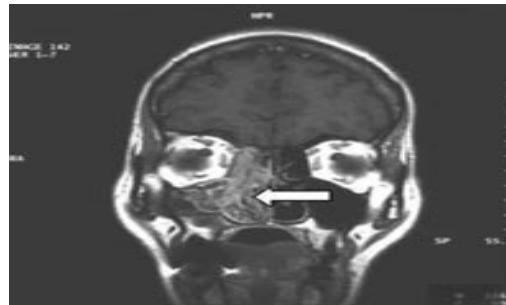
Coupe IRM coronale pondérée spin écho T1 après injection de gadolinium (43).
